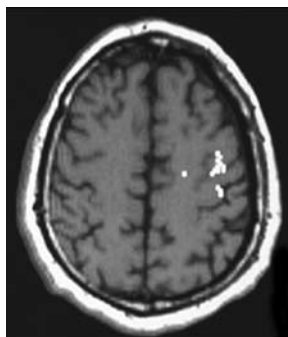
BOLD-зображення, накладене на аналогічну томограму мозку.
